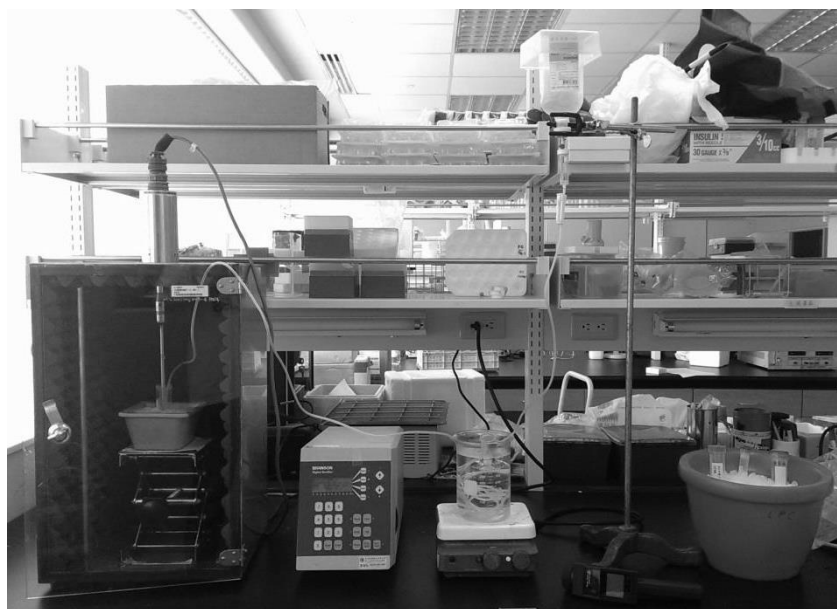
此圖為奈米金液滴製作架構之實景。C₅F₁₂ 液體從點滴瓶倒入，經過熱水時氣化，再灌入圖片左方的離心管中。在冰浴且通入 C₅F₁₂ 氣體的狀況下，用超音波粉碎儀震盪後，即可得到奈米金液滴。
